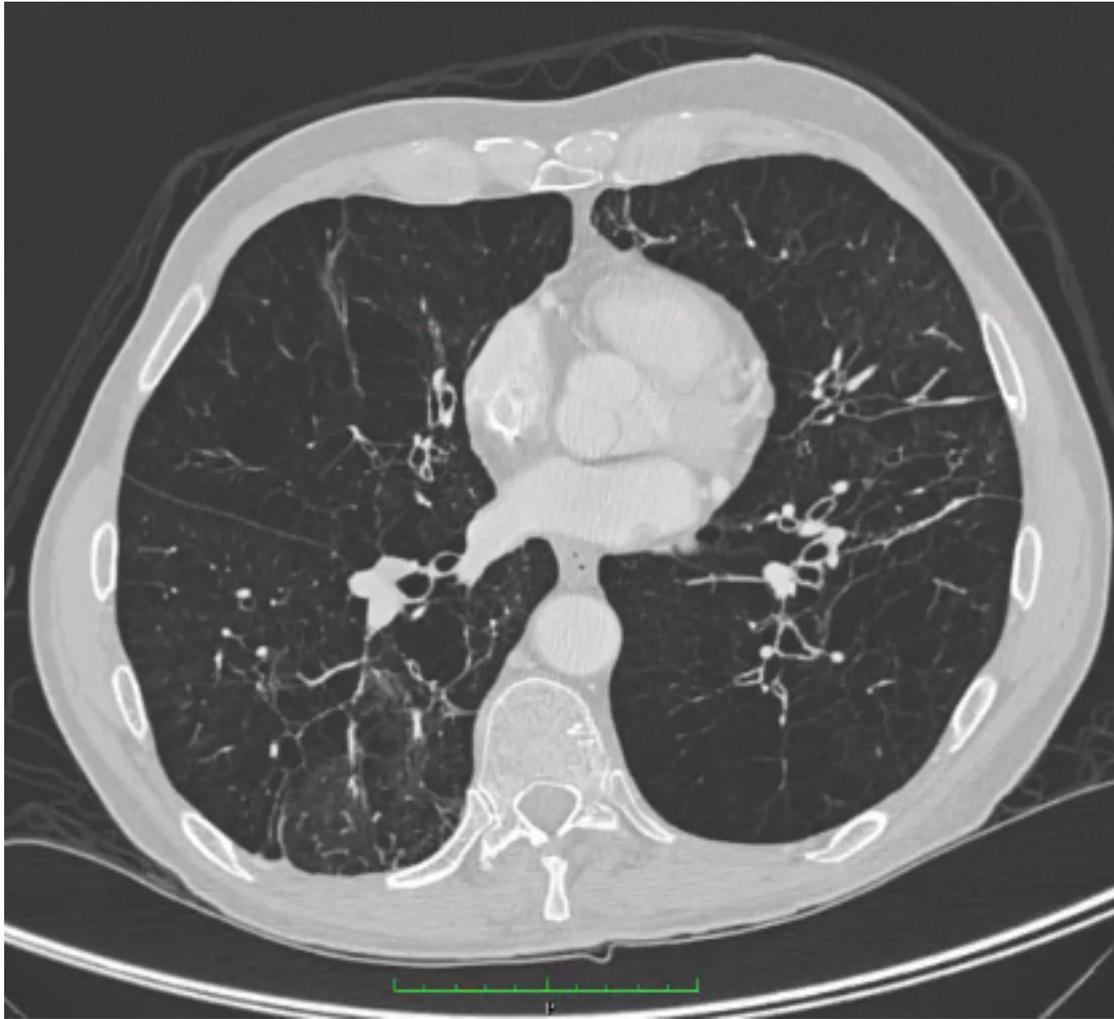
TC de enfisema avançado em paciente com deficiência de AAT
